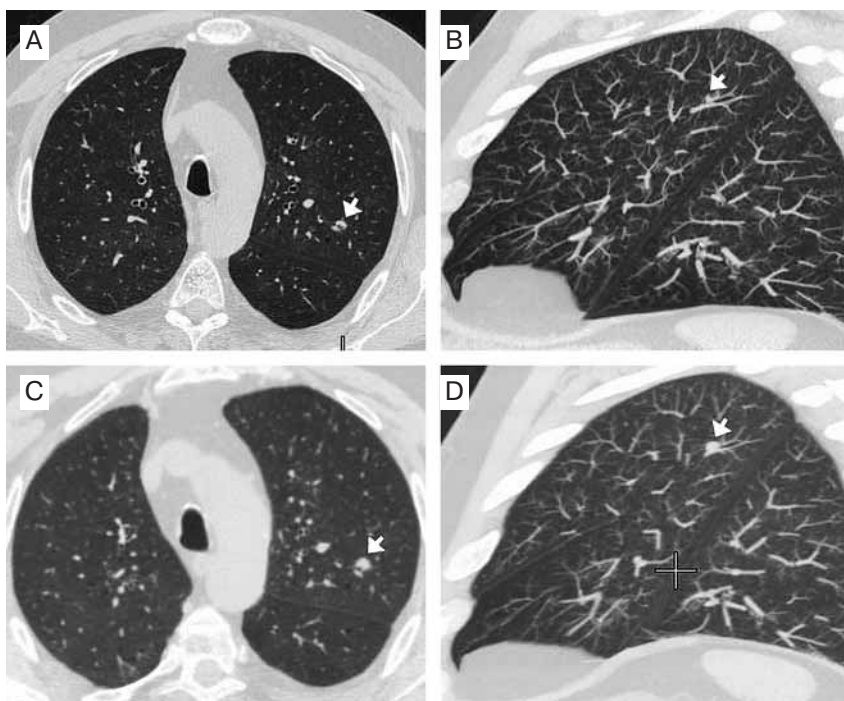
Очажок периферического рака левого легкого (обозначен стрелкой), мультиспиральная компьютерная томография: А – аксиальный нативный срез, сосуд (?), утолщение стенки бронха (?) 1-го сегмента; В – тот же больной, сагиттальная реконструкция (обработка в МIP-режиме) – локальное утолщение стенки бронха; С – тот же пациент через 3 мес. (аксиальный нативный срез) – отрицательная динамика (значительное увеличение опухоли бронха); D – сагиттальная реконструкция (обработка в МIP-режиме) – отчетливая визуализация опухоли, исходящей из субсегментарного бронха 2-го сегмента левого легкого
